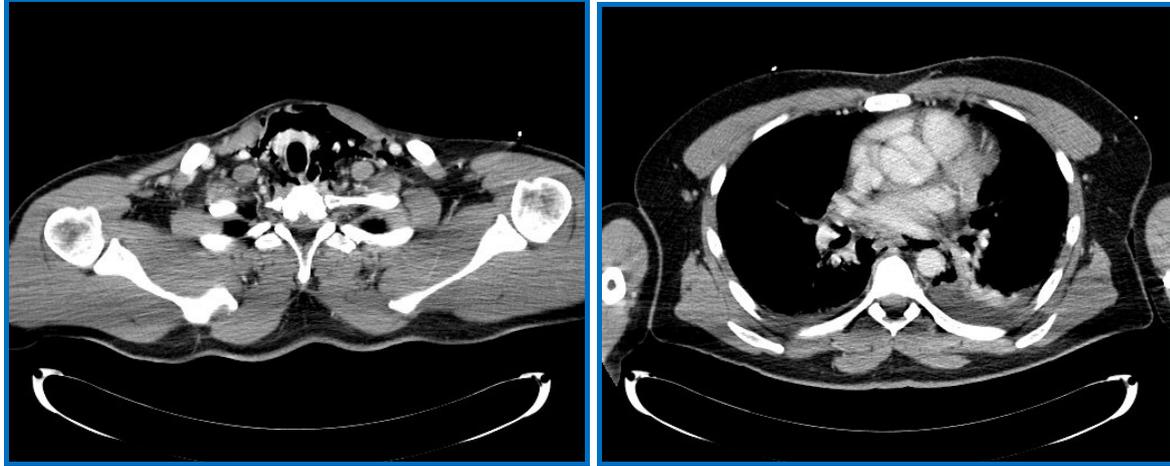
TAC. Extenso enfisema de partes blandas profundas cervicales y neumomediastino.
